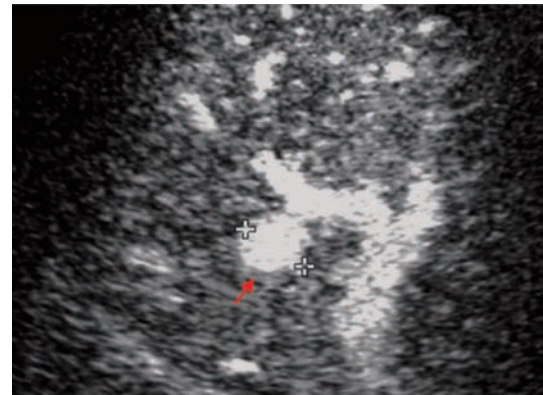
肝移植术后肝动脉假性动脉瘤超声图像 患者男,55 岁,肝移植术后 18 个月,超声造影后肝动脉吻合口处见囊袋样结构,动脉期内见造影剂填充(箭头),提示肝动脉假性动脉瘤
